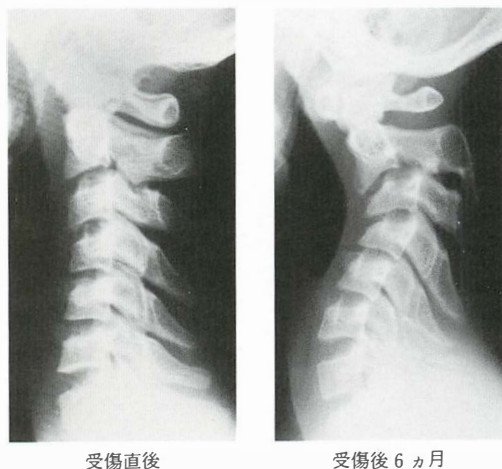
14歳、男児。受傷直後の他医のX線像では軽度の後弯変形を認めるだけであるが、6ヵ月後の当科初診時には約35°の後弯変形と8mmの椎体前方転位を認める。X線像の推移からC<sub>2-3</sub>の椎間板損傷および棘間靱帯断裂があったものと考えられる。
